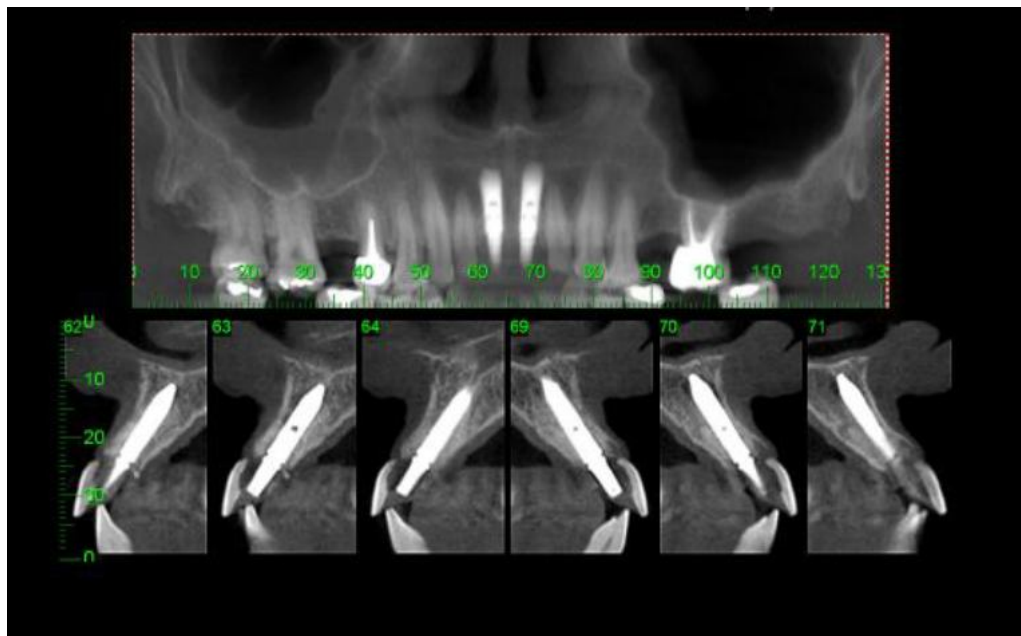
Tomografia de controle após 1 ano
